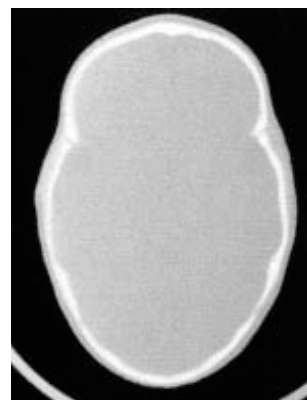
Native Computed Tomography: pathognomonic appearance - “boat skull.” From the personal collection of Prof. A.V. Ciurea
